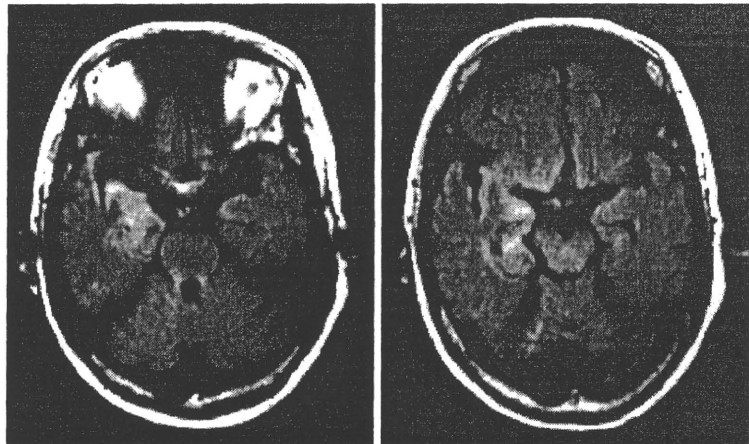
HSE の MRI 画像 (FLAIR 画像)
